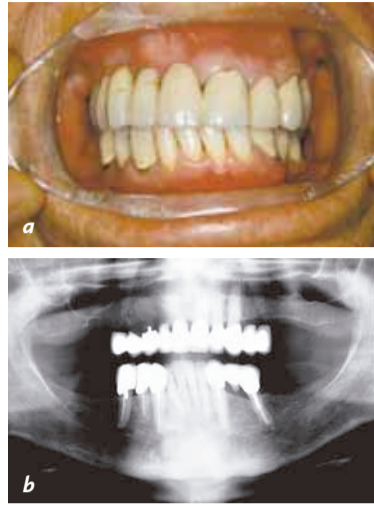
Een extreem uitgebreide cantileverbrug. Tiendelige brug op drie naast elkaar gelegen pijlerelementen, 21, 22, en 23. Klinisch (a) en röntgenologisch (b) beeld van de uitgebreide brug.
